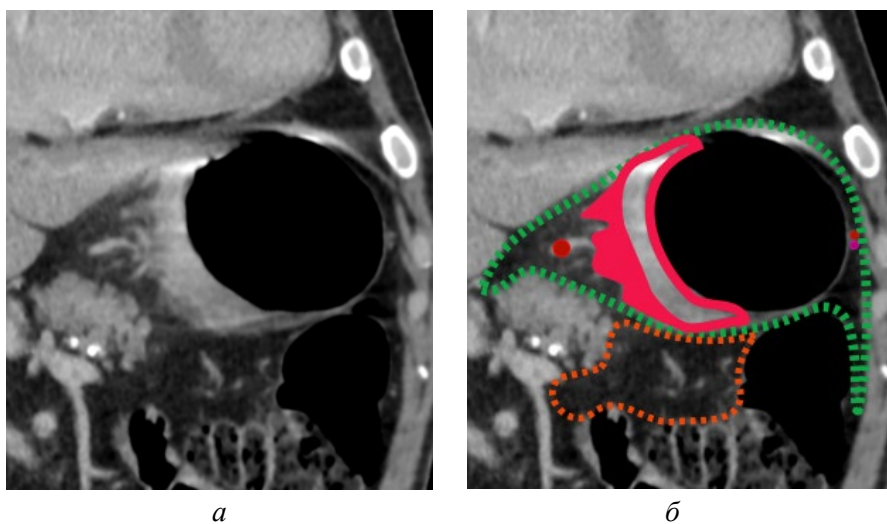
КТ желудка. Опухоль малой кривизны желудка T3. На малой кривизне желудка определяется опухоль (красная линия) с распространением на малый сальник (красная зона). Зеленым цветом обозначена брюшина желудка, оранжевым – мезоколон, зеленые красные круги – левая желудочная артерия и желудочно-сальниковые сосуды: а – корональная проекция, б – аннотированное изображение [оригинальный рисунок].
